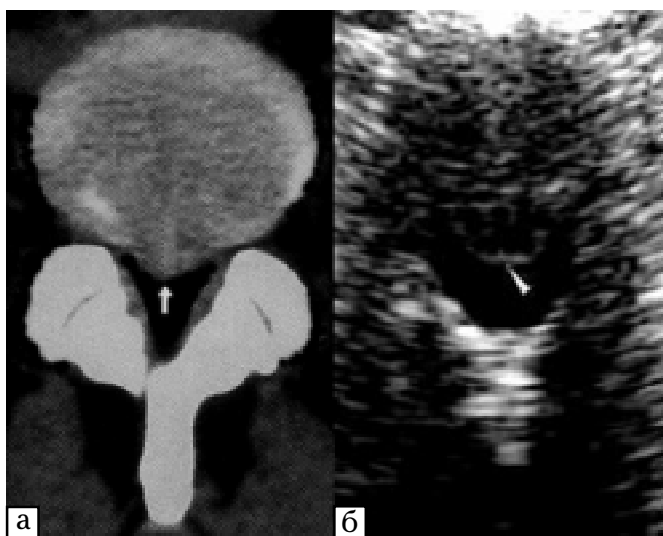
Візуалізація медіанної грижі у одного хворого: а – при КТ; б – при УЗД
